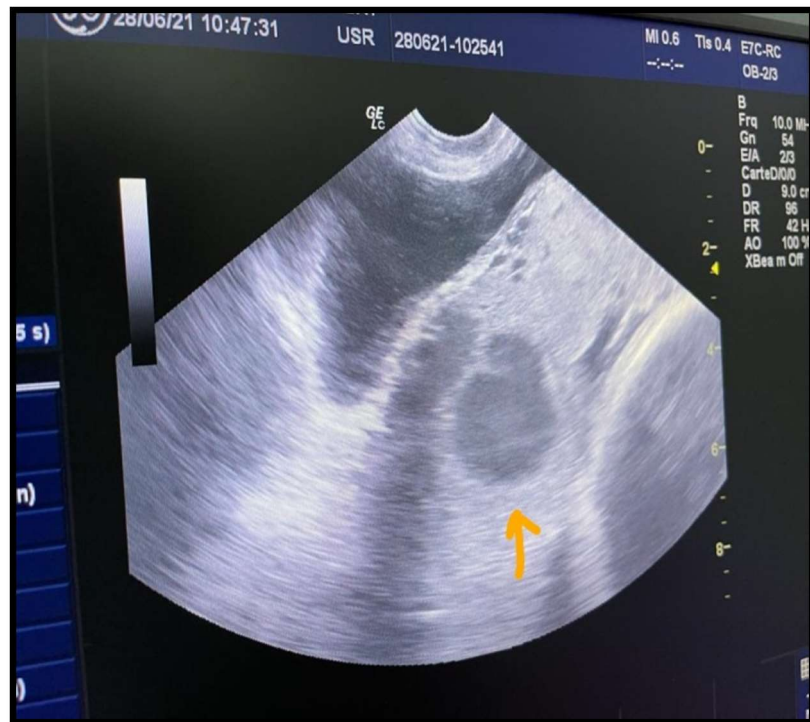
Images échographique avec doppler montrant un placenta proevia antérieur avec perte du liseré et présence d'une lacune placentaire
